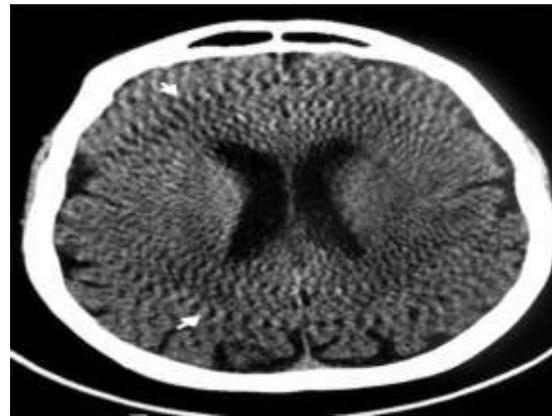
TC de cerebro, corte axial: se evidencian múltiples anillos concéntricos que aparentan una “rueda de carro” (flechas).
